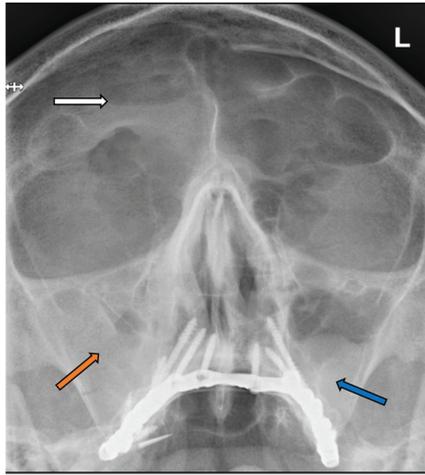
Рентгенограмма придаточных пазух носа: горизонтальный уровень жидкости в лобной пазухе справа (белая стрелка); субтотальное затемнение правой гайморовой пазухи (оранжевая стрелка); киста левой гайморовой пазухи (синяя стрелка).
